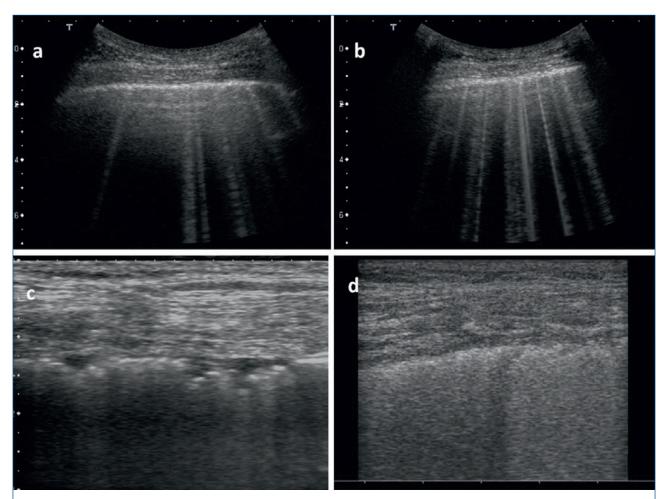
Sindrome interstiziale ecografica (edemi polmonari cardiogenici). L'immagine sottopleurica viene sostituita da artefatti verticali (Linee B) (a, b); interstiziopatia pneumogena con evidenti irregolarità del piano pleurico ed assenza di Linee A (fibrosi polmonare) (c); polmone bianco in un caso di ARDS (d). Si noti che in caso di interstiziopatia pneumogena la linea pleurica è irregolare e le Linee A sostituite spesso da polmone bianco, che ha il significato di forte decremento di porosità del polmone che prelude al consolidamento.
